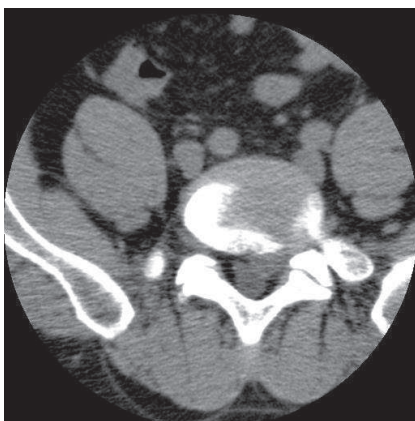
Компьютерная томография поясничного отдела позвоночника
